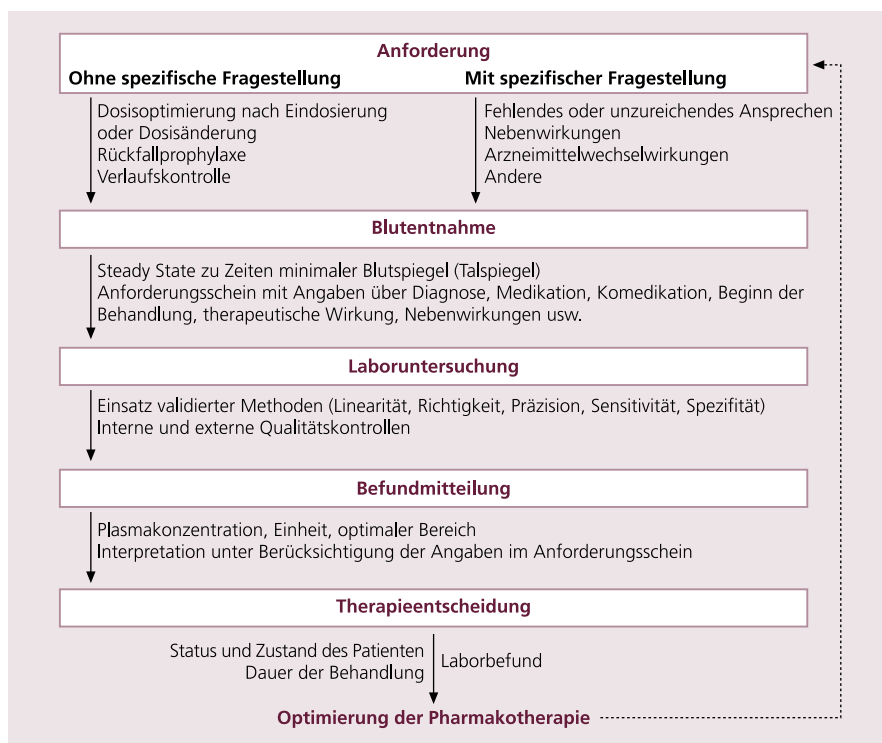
Zusammenfassung des TDM-Prozesses zur Optimierung der Psychopharmakotherapie [11]
